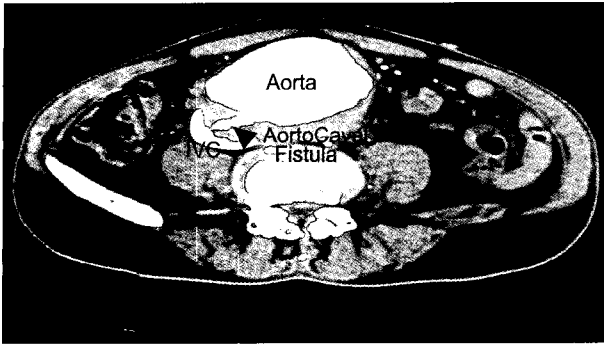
Preoperative abdominal CT.
